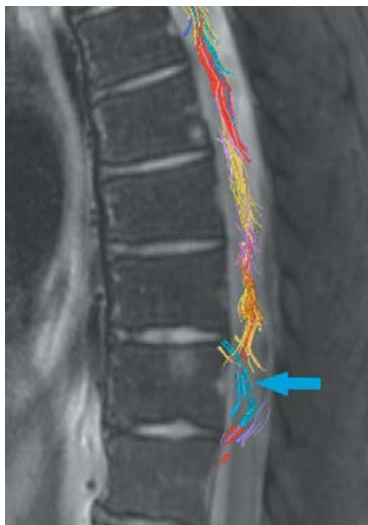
Диффузионно-тензорное МР-исследование с 3D-трактограммой с цветовым кодированием пациента В. с венозной недостаточностью СМ на уровне Th9–Th11.
